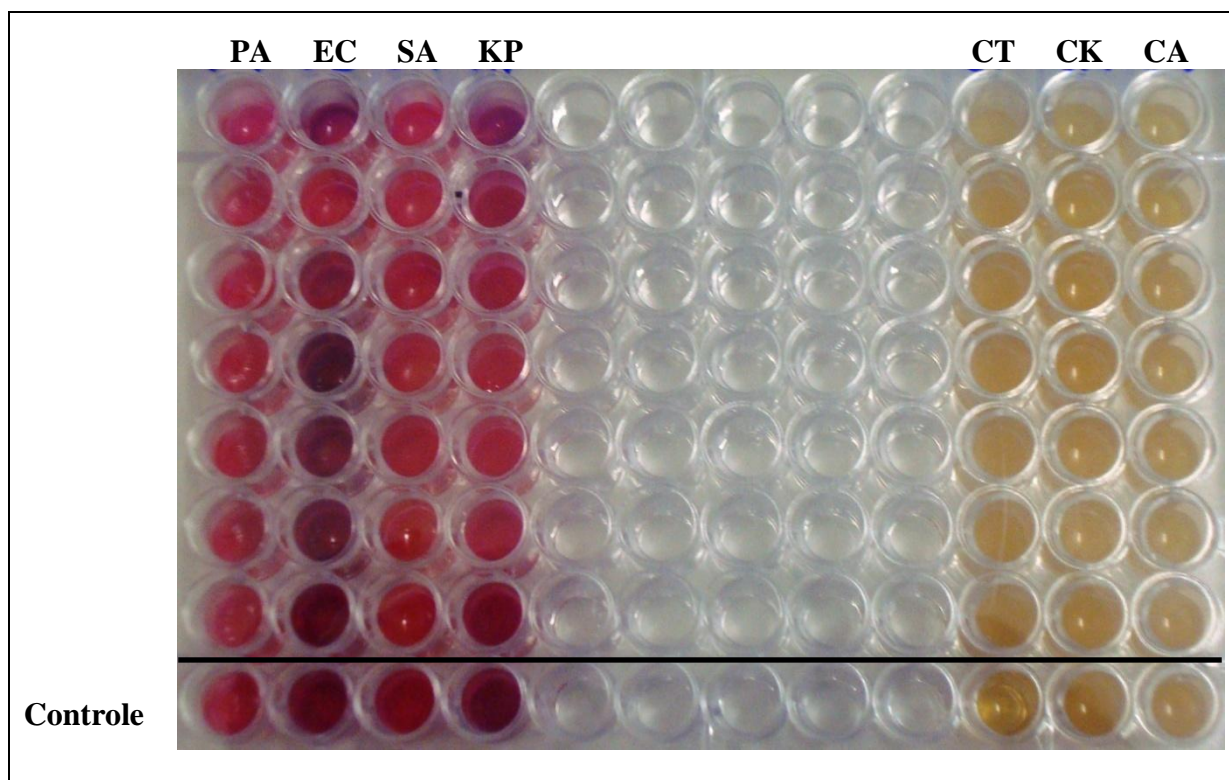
Placa de microdiluição com resultados da concentração inibitória mínima, uma hora após a aplicação de resazurina. Na qual PA: *Pseudomonas aeruginosa*; EC: *Escherichia coli*; SA: *Staphylococcus aureus*; KP: *Klebsiella pneumoniae*; CT: *Candida tropicalis*; CK: *Candida krusei*; CA: *Candida albicans*. Foto da autora.
